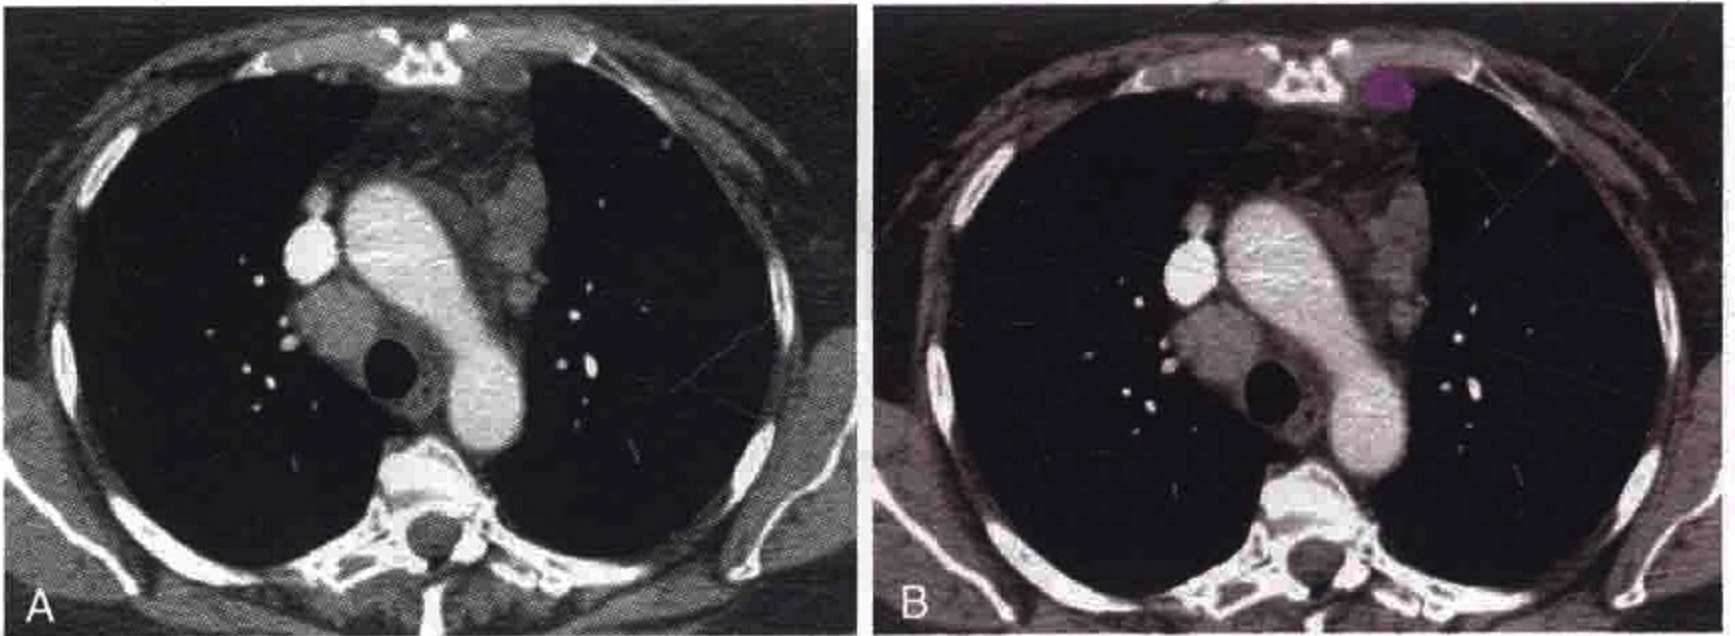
胸部横轴位CT增强扫描显示肿大的左侧内乳淋巴结（粉红色）
